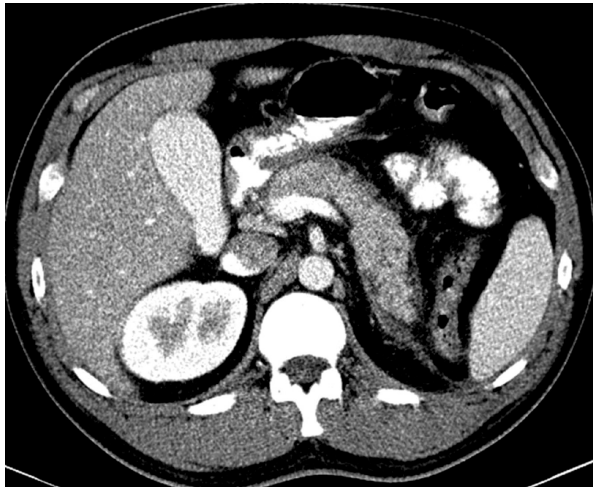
Компьютерная томограмма на уровне поджелудочной железы после болюсного контрастирования.
